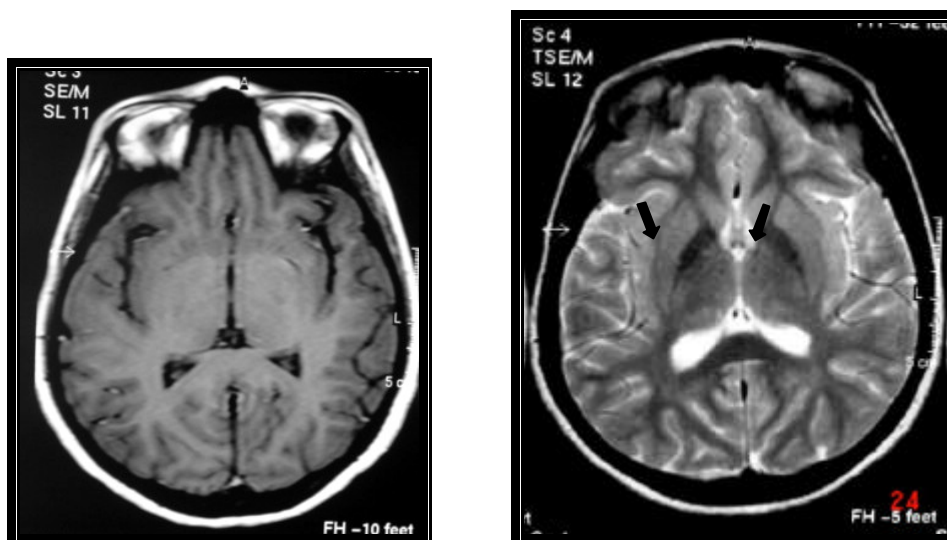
RM da paciente 32 (21 anos de idade). Axial SE T1 e TSE T2. Hipointensidade de sinal em T2 nos globos pálidos (setas) sem expressão no T1.
